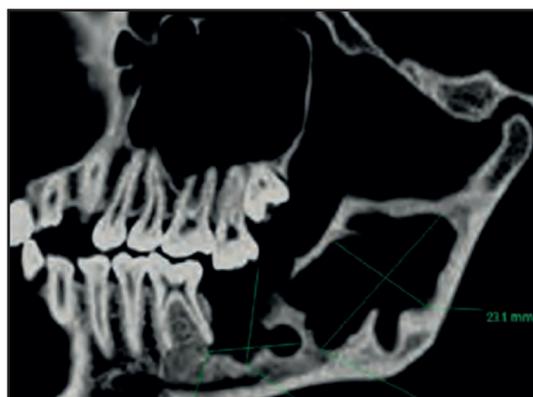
Компьютерная томограмма [4]
